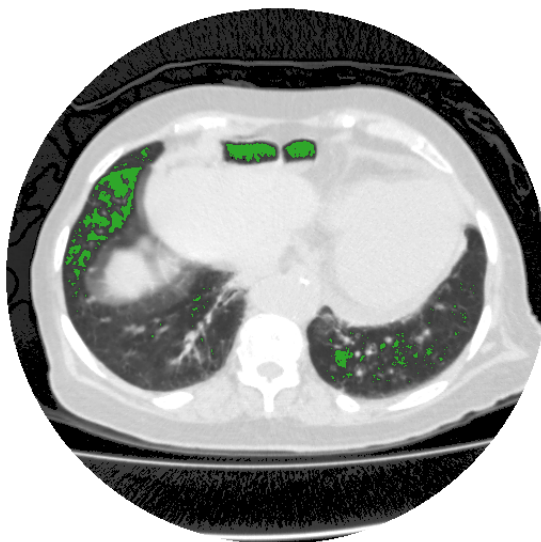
exemplo de detecção de região hiperaerada em uma imagem de TC do tórax.
